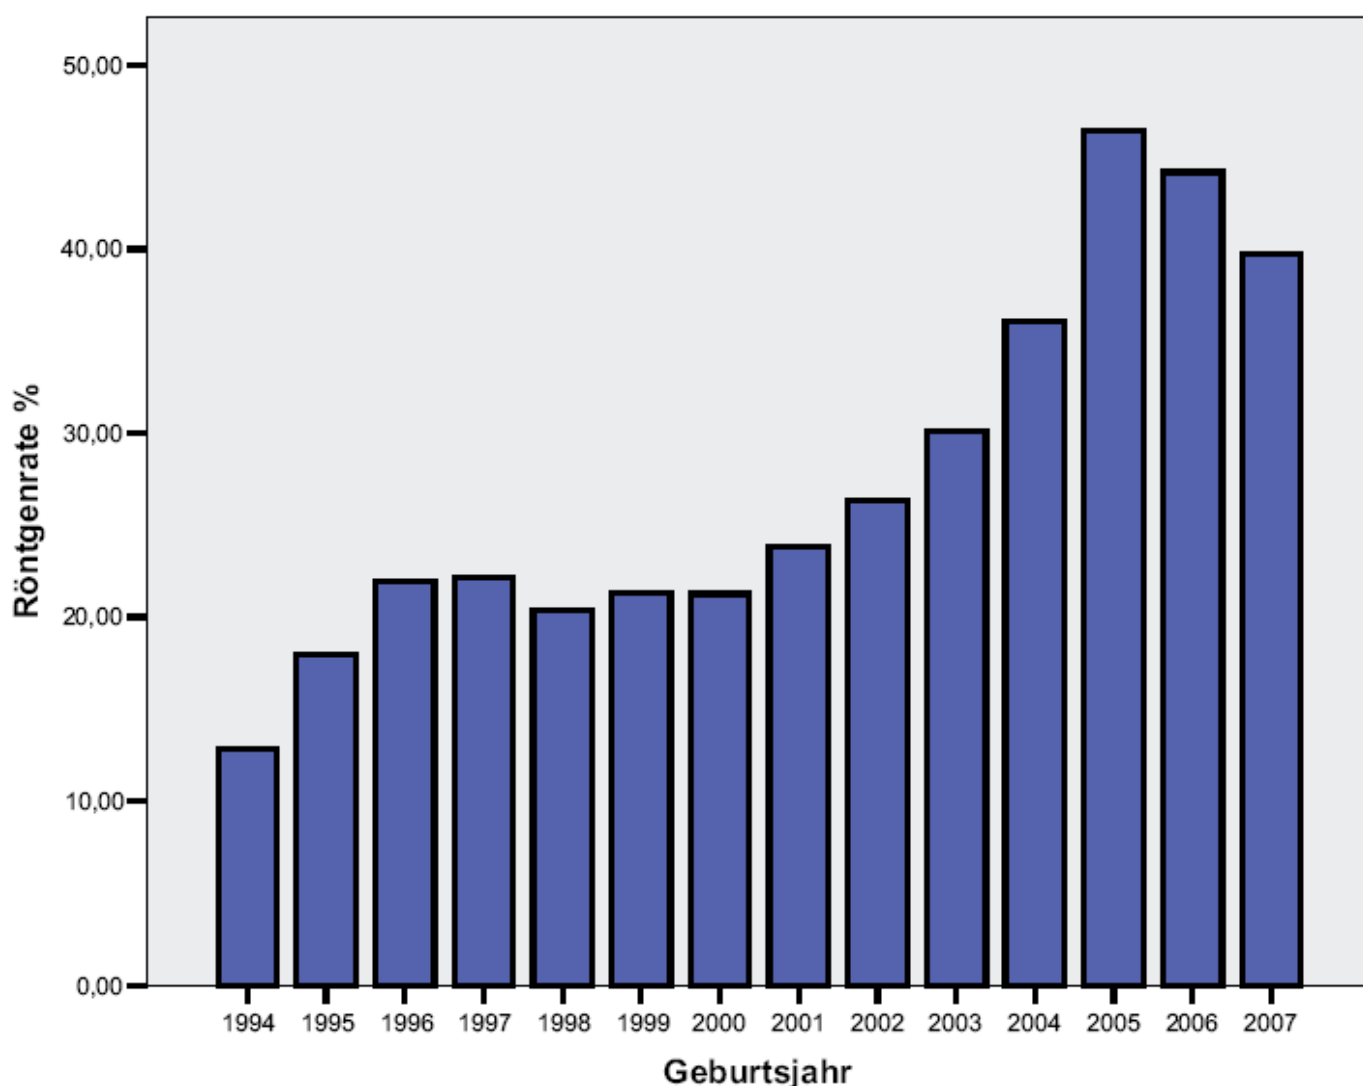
Röntgenrate in den Geburtsjahren 1994 – 2007
